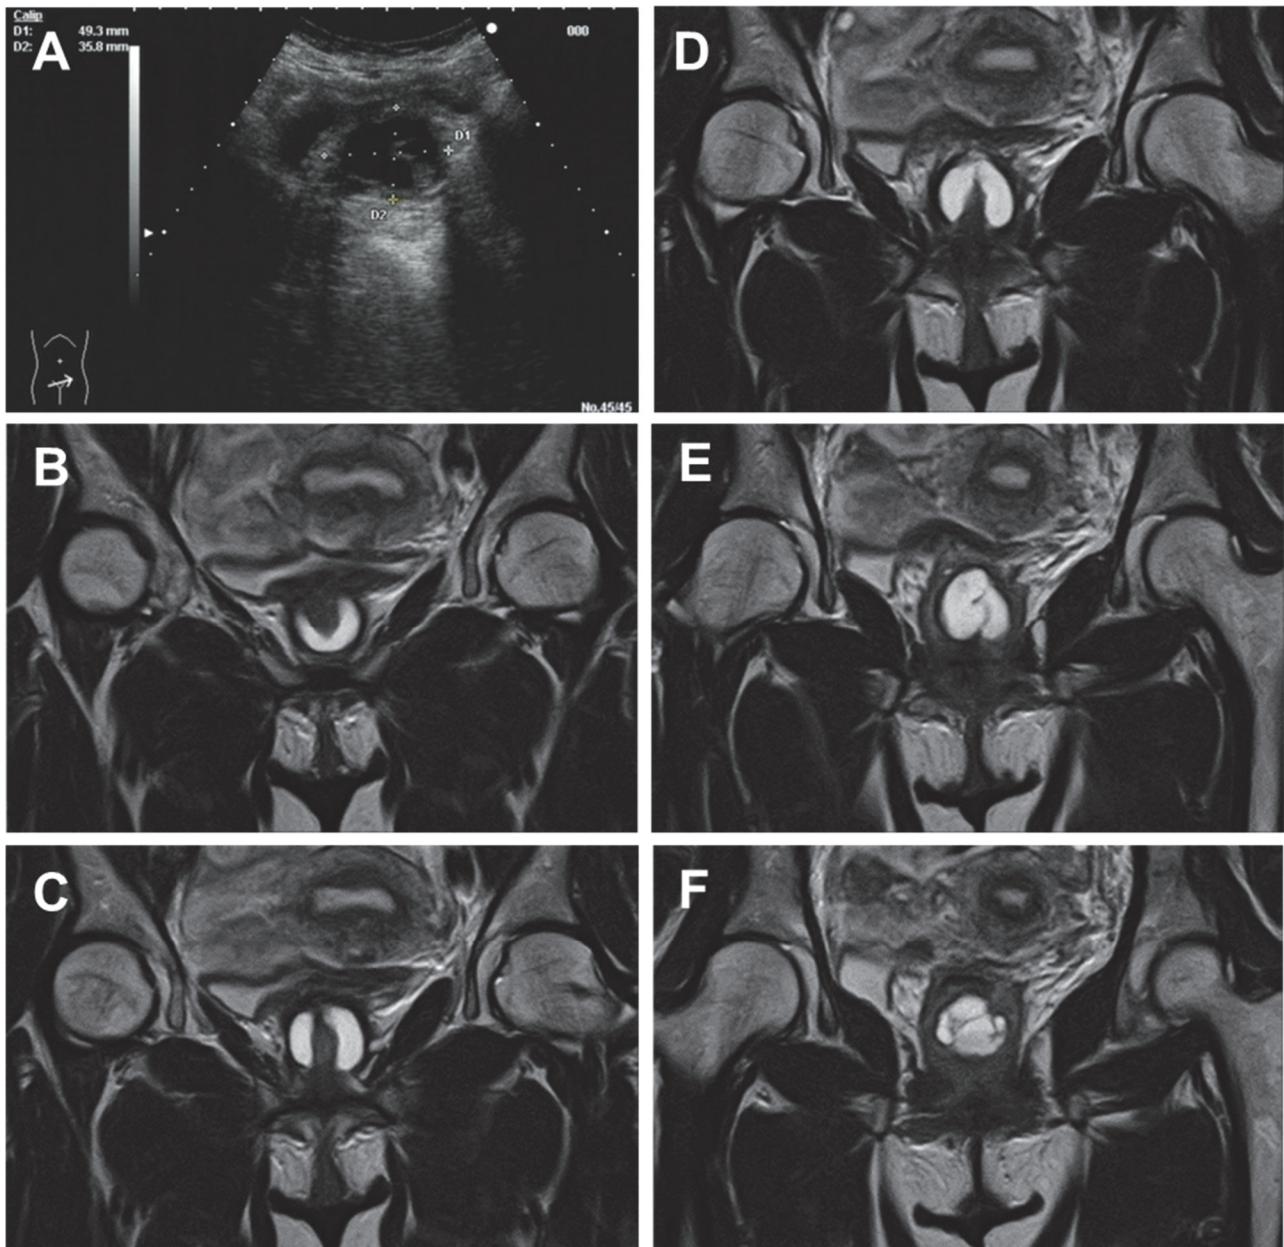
初診時の腹部超音波（A）とMRI冠状断 B（前面）→F（後面）
